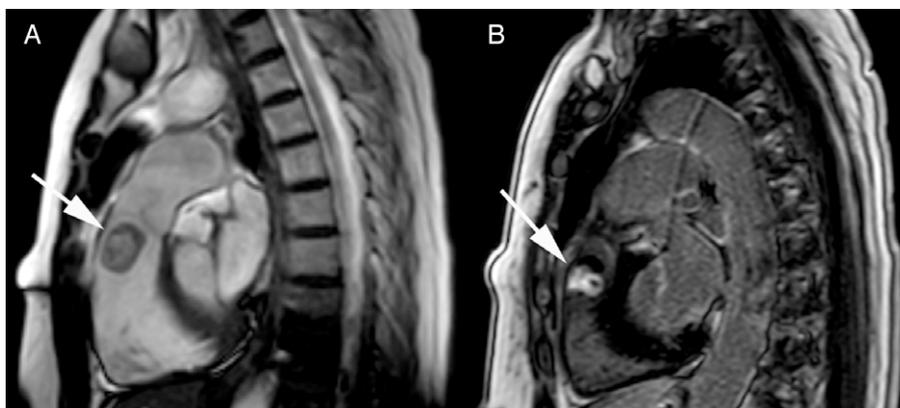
Resonancia magnética nuclear en proyección sagital. A. Sin contraste. B. Después de la administración de gadolinio. Se aprecia tumoración en el tracto de salida del ventrículo derecho próxima a la válvula pulmonar (flechas).
